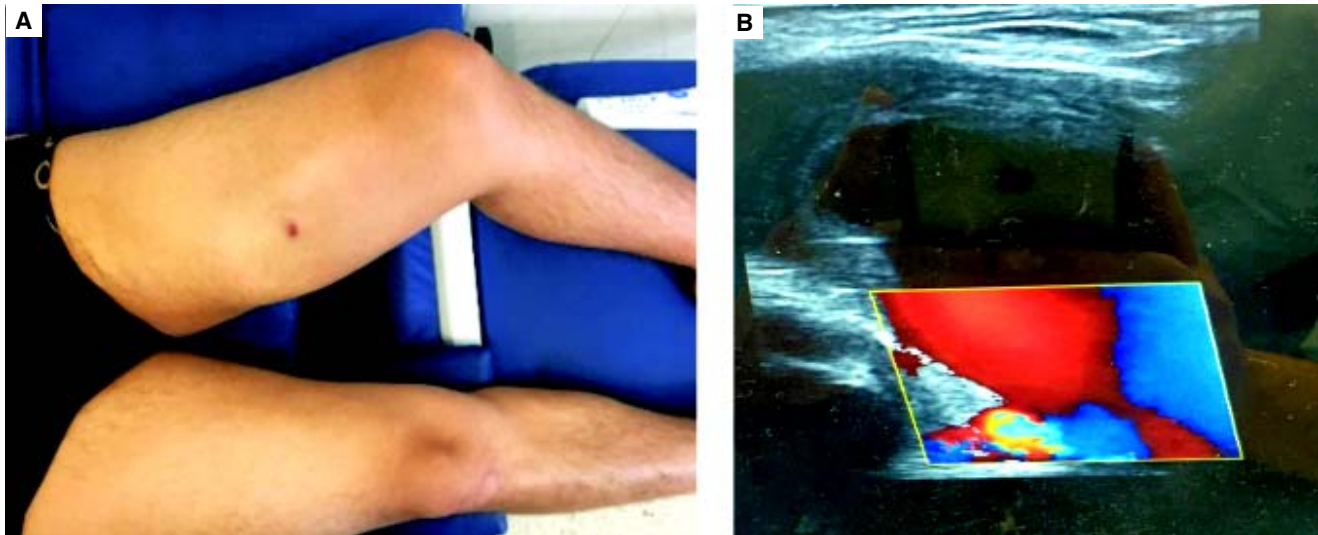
A. Aumento de volumen en tercio medio de muslo en sitio de lesión. B. USG, signo del Yin-Yang compatible con pseudoaneurisma.
